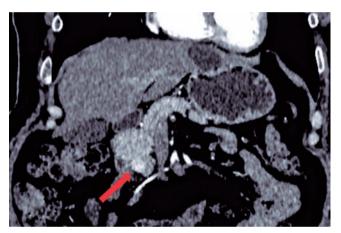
Nódulo pancreático. Tomografia no plano coronal, fase arterial, demonstrando nódulo hipervascularizado com características de lesão neuroendócrina na cabeça pancreática (seta)
